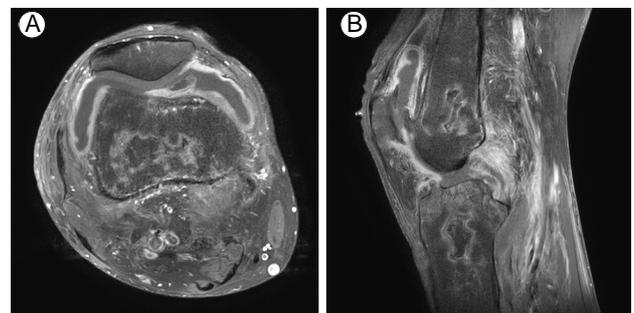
(A) A Transverse section of T1-Weighted magnetic resonance image shows enhanced joint effusion, thickened synovium within the right knee joint and osteonecrosis in distal femur. (B) Sagittal section shows osteonecrosis in distal femur and proximal tibia.
